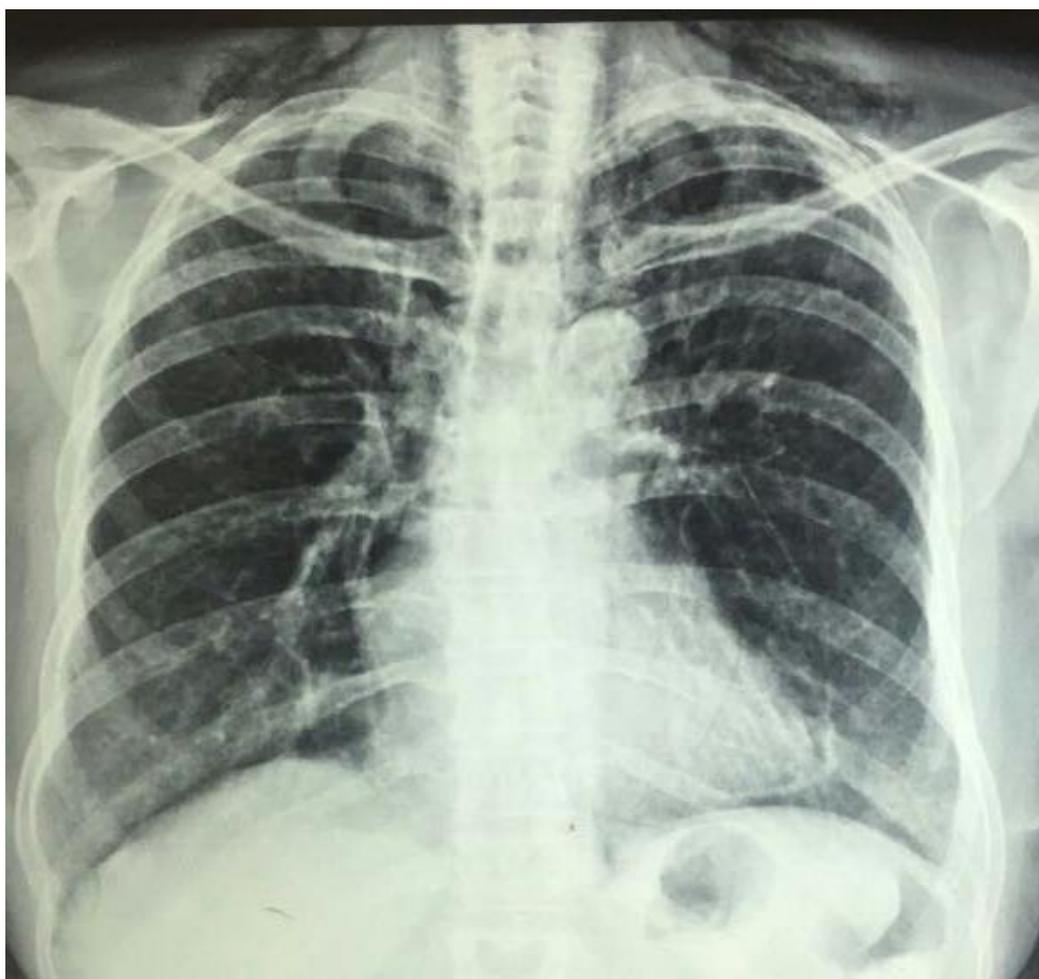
Radiografia de tórax em posição pósterio-anterior.
